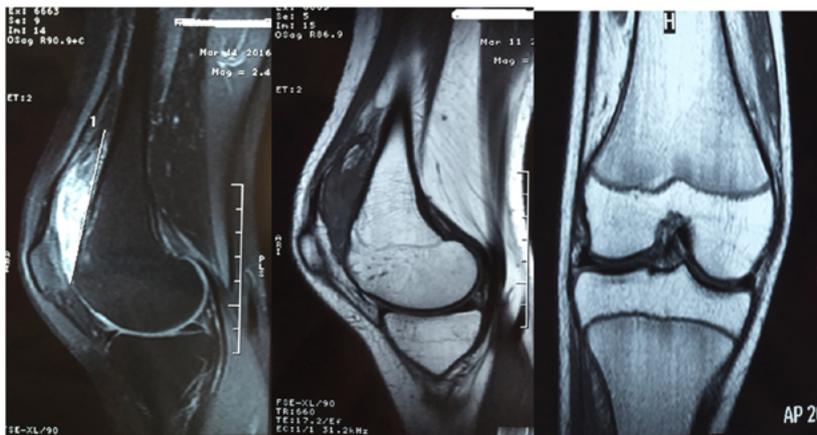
IRM du genou séquence T2 et T1 séquence sagittale et coronale: masse juxta-articulaire de signal intense en T2 et hyposignal en T1.
